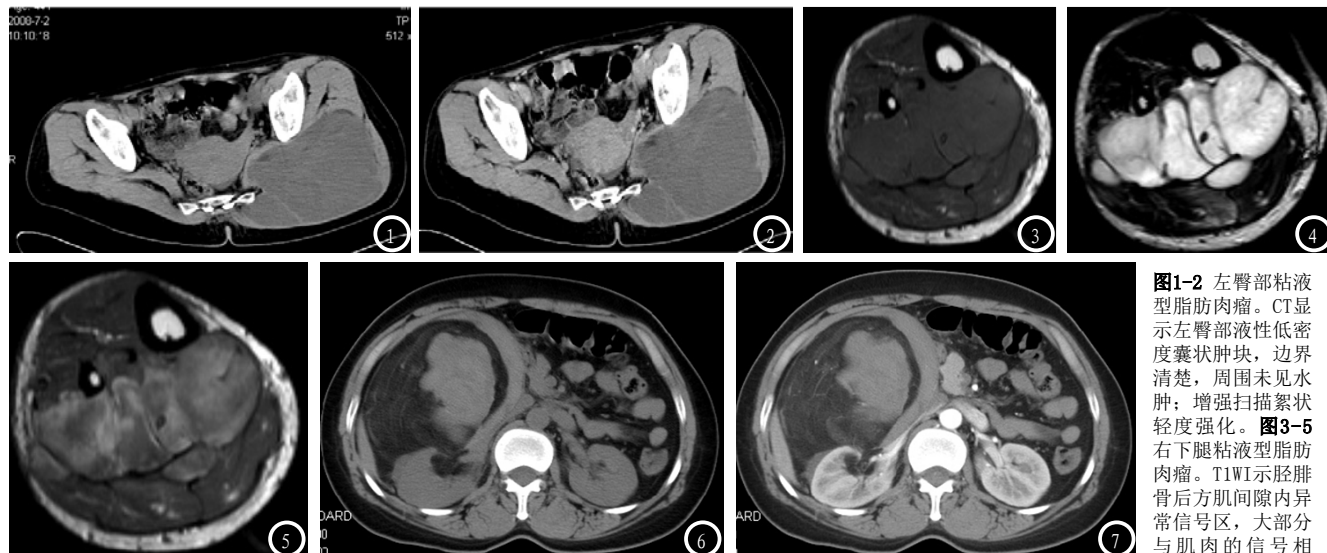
左臀部粘液型脂肪肉瘤。CT显示左臀部液性低密度囊状肿块,边界清楚,周围未见水肿;增强扫描絮状轻度强化。图3-5 右下腿粘液型脂肪肉瘤。T1WI示胫腓骨后方肌间隙内异常信号区,大部分与肌肉的信号相
